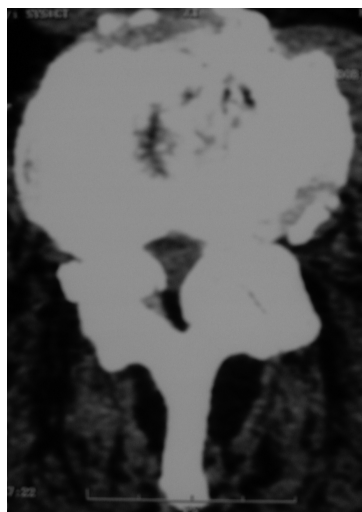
CT axial einer SKS
